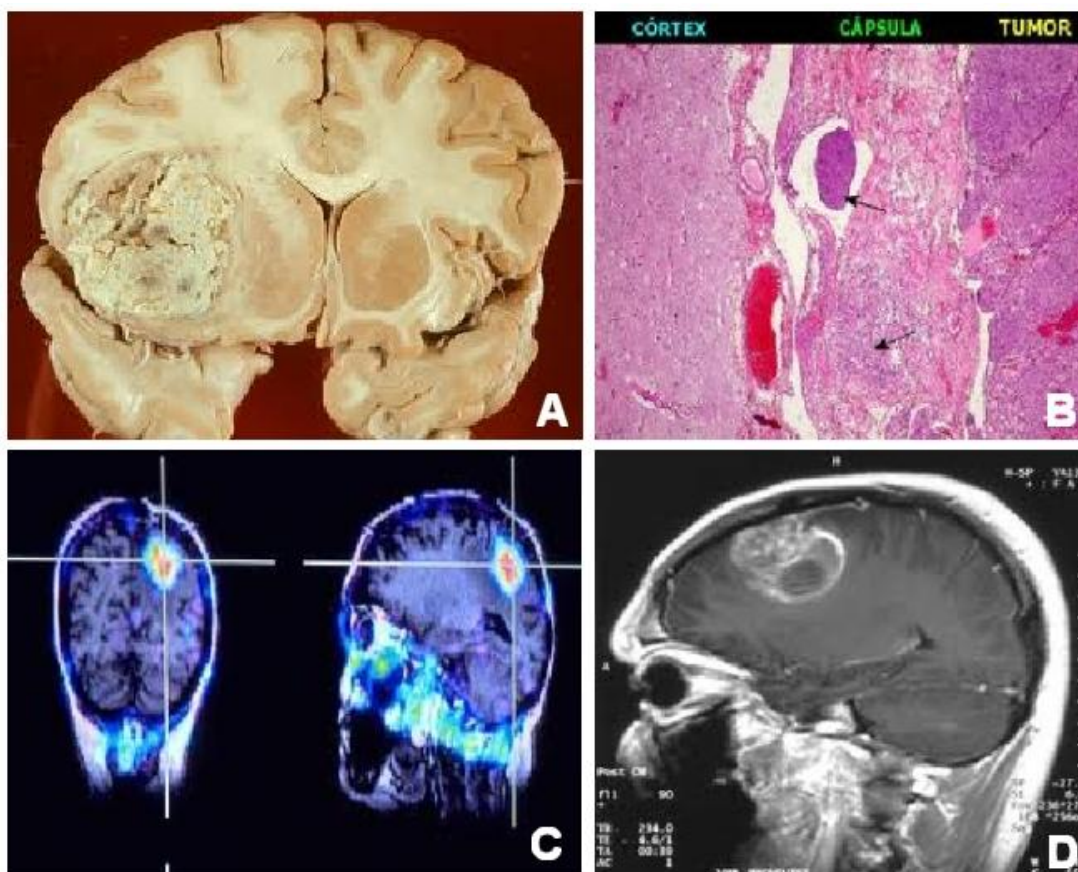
(A) Amostra de cérebro com tumor maligno; (B) corte histológico mostrando células de glioblastoma multiforme humano; (C e D) ressonância magnética demonstrando tumor cerebral (COELHO, 2010).
